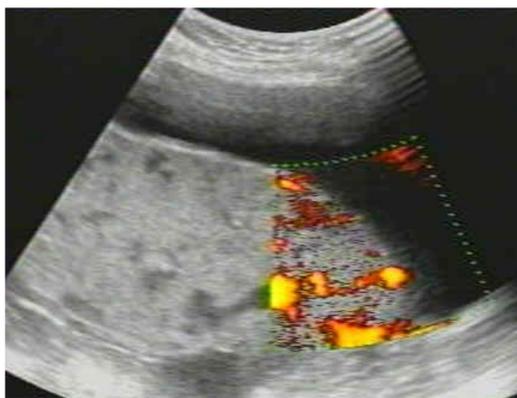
Lacunas irregulares, aumento da vascularização e fluxo turbulento ao Doppler.
